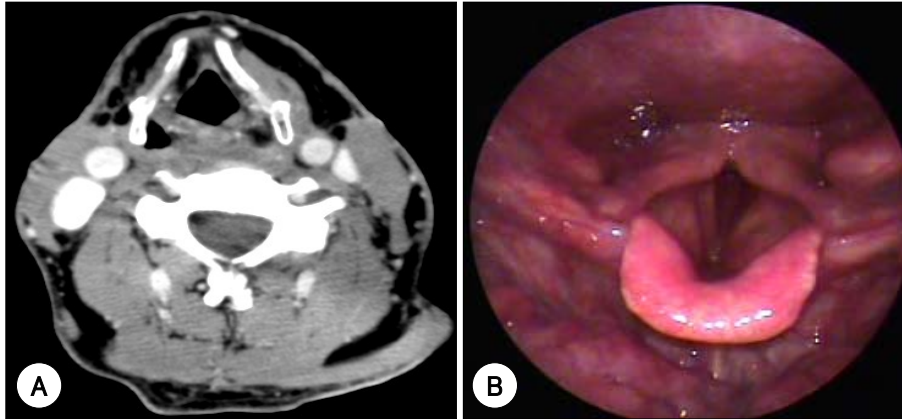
Postoperative axial CT scan and rigid laryngoscopic image. A : CT scan shows that previous noted diffuse fat tissues scattered on both side neck and shoulder area are much decreased in volume. Glottic space is much widened. B : Previous noted supraglottic swelling is much decreased.
